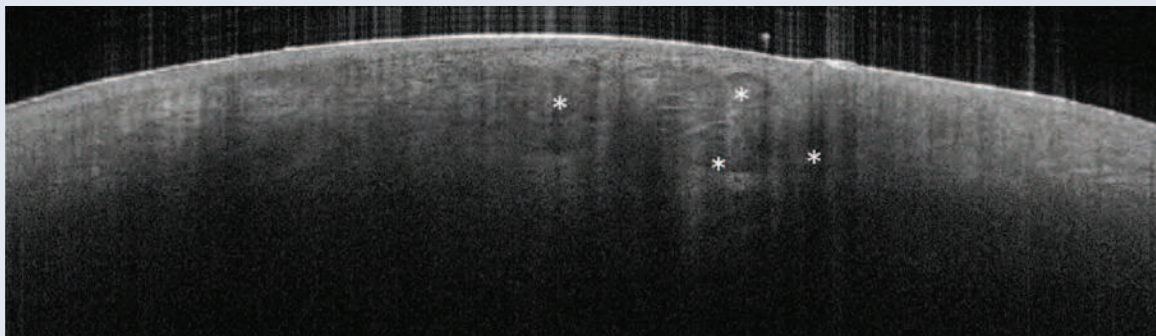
Anwendungsbeispiele für die optische Kohärenztomografie.
